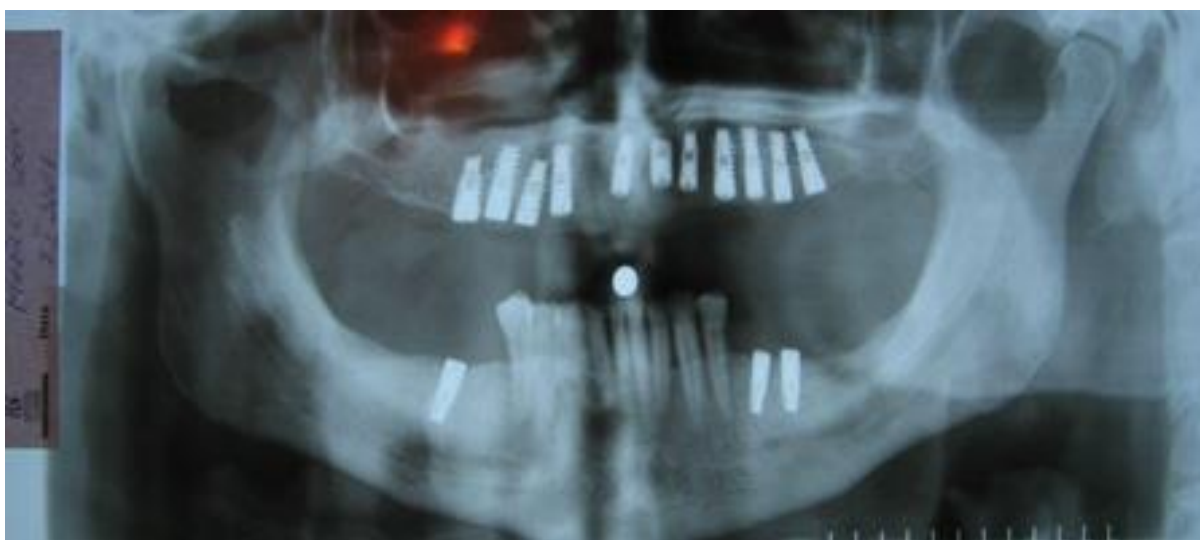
36. Imagine radiografică a unui pacient de 59 de ani, care s-a prezentat în cadrul Clinicii de Implantologie Orală „Prof. Dr. Dan Theodorescu, pentru a reabilita implanto-protetic cele 2 maxilare: superior și inferior. S-a realizat extracția tuturor dinților de pe arcada superioară și refacerea creștei alveolare maxilare prin adiție osoasă, în scopul inserării implanturilor dentare. La mandibulă se vor insera 3 implanturi dentare.
